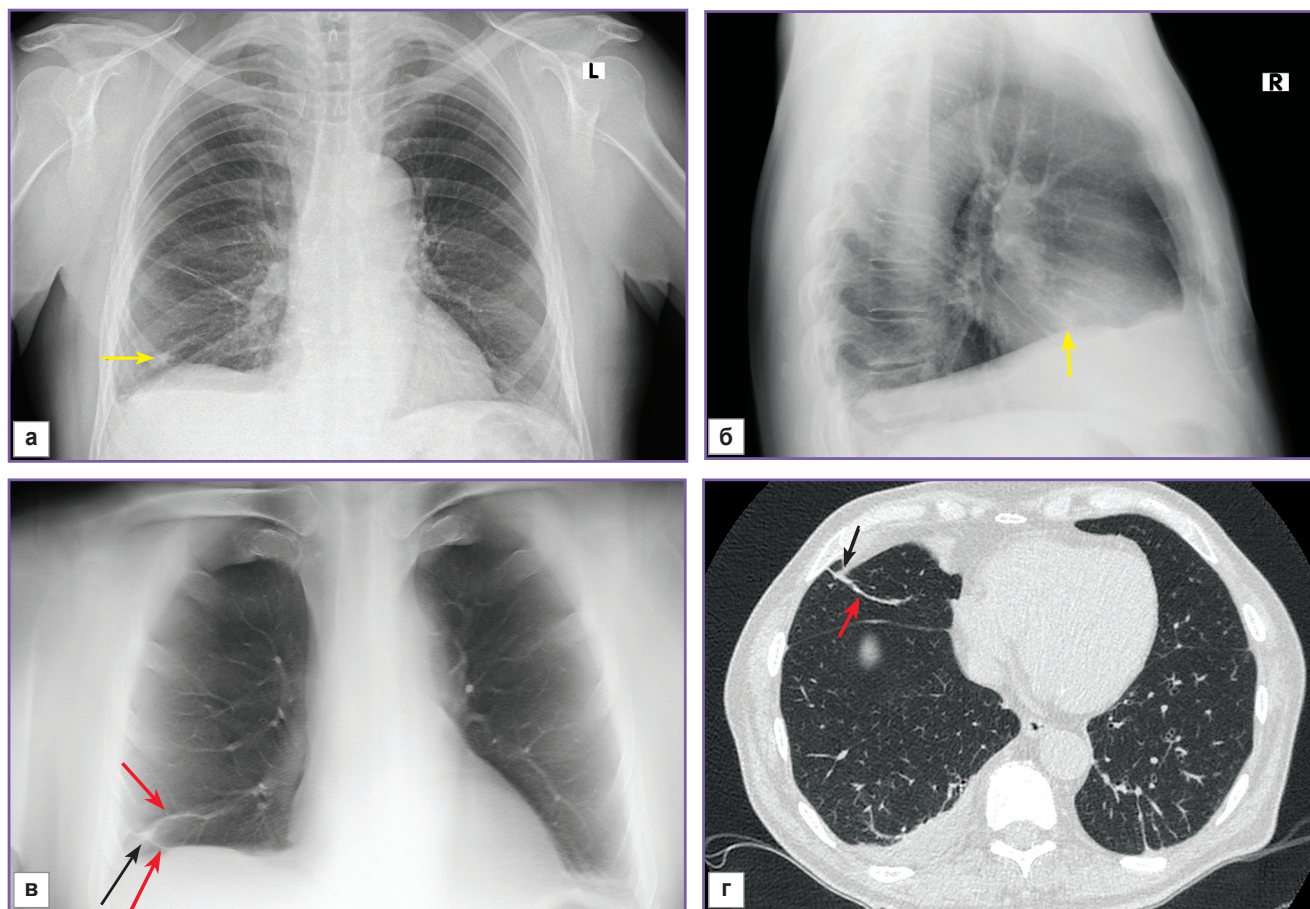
Цифровые рентгенограммы в прямой (а) и боковой (б) проекции, томограмма во фронтальной плоскости (в) и компьютерная томограмма в аксиальной плоскости (г) органов грудной клетки. На рентгенограммах в сегменте S5 правого легкого определяется неправильной формы очаговая тень средней интенсивности с неровными нечеткими контурами, размерами 5×7 мм (желтые стрелки). На цифровых и компьютерных томограммах в месте предполагаемого очага определяется высокоинтенсивная тень (черные стрелки), продолжающаяся в фиброзные тяжи (красные стрелки)
